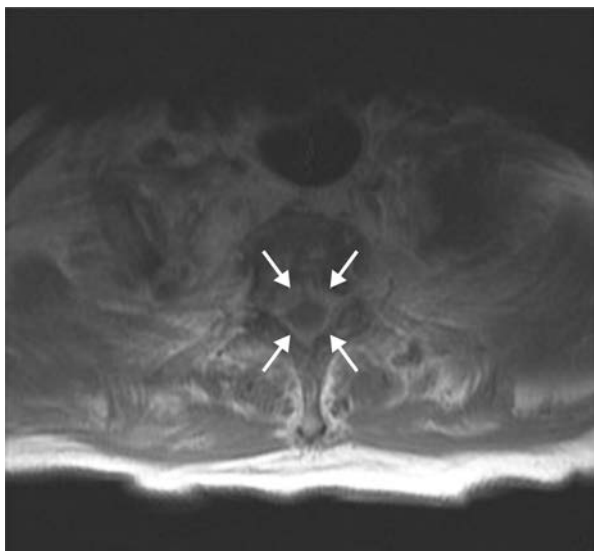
钆类造影剂 T<sub>1</sub> MRI 显示来自食管癌分布于胸髓周硬膜外的肿瘤
